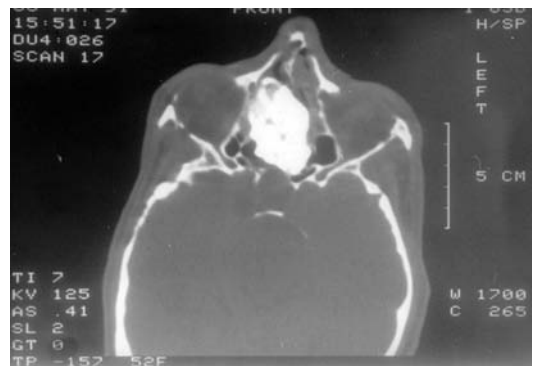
Osteoma etmoidofrontal en un corte axial de TC.
